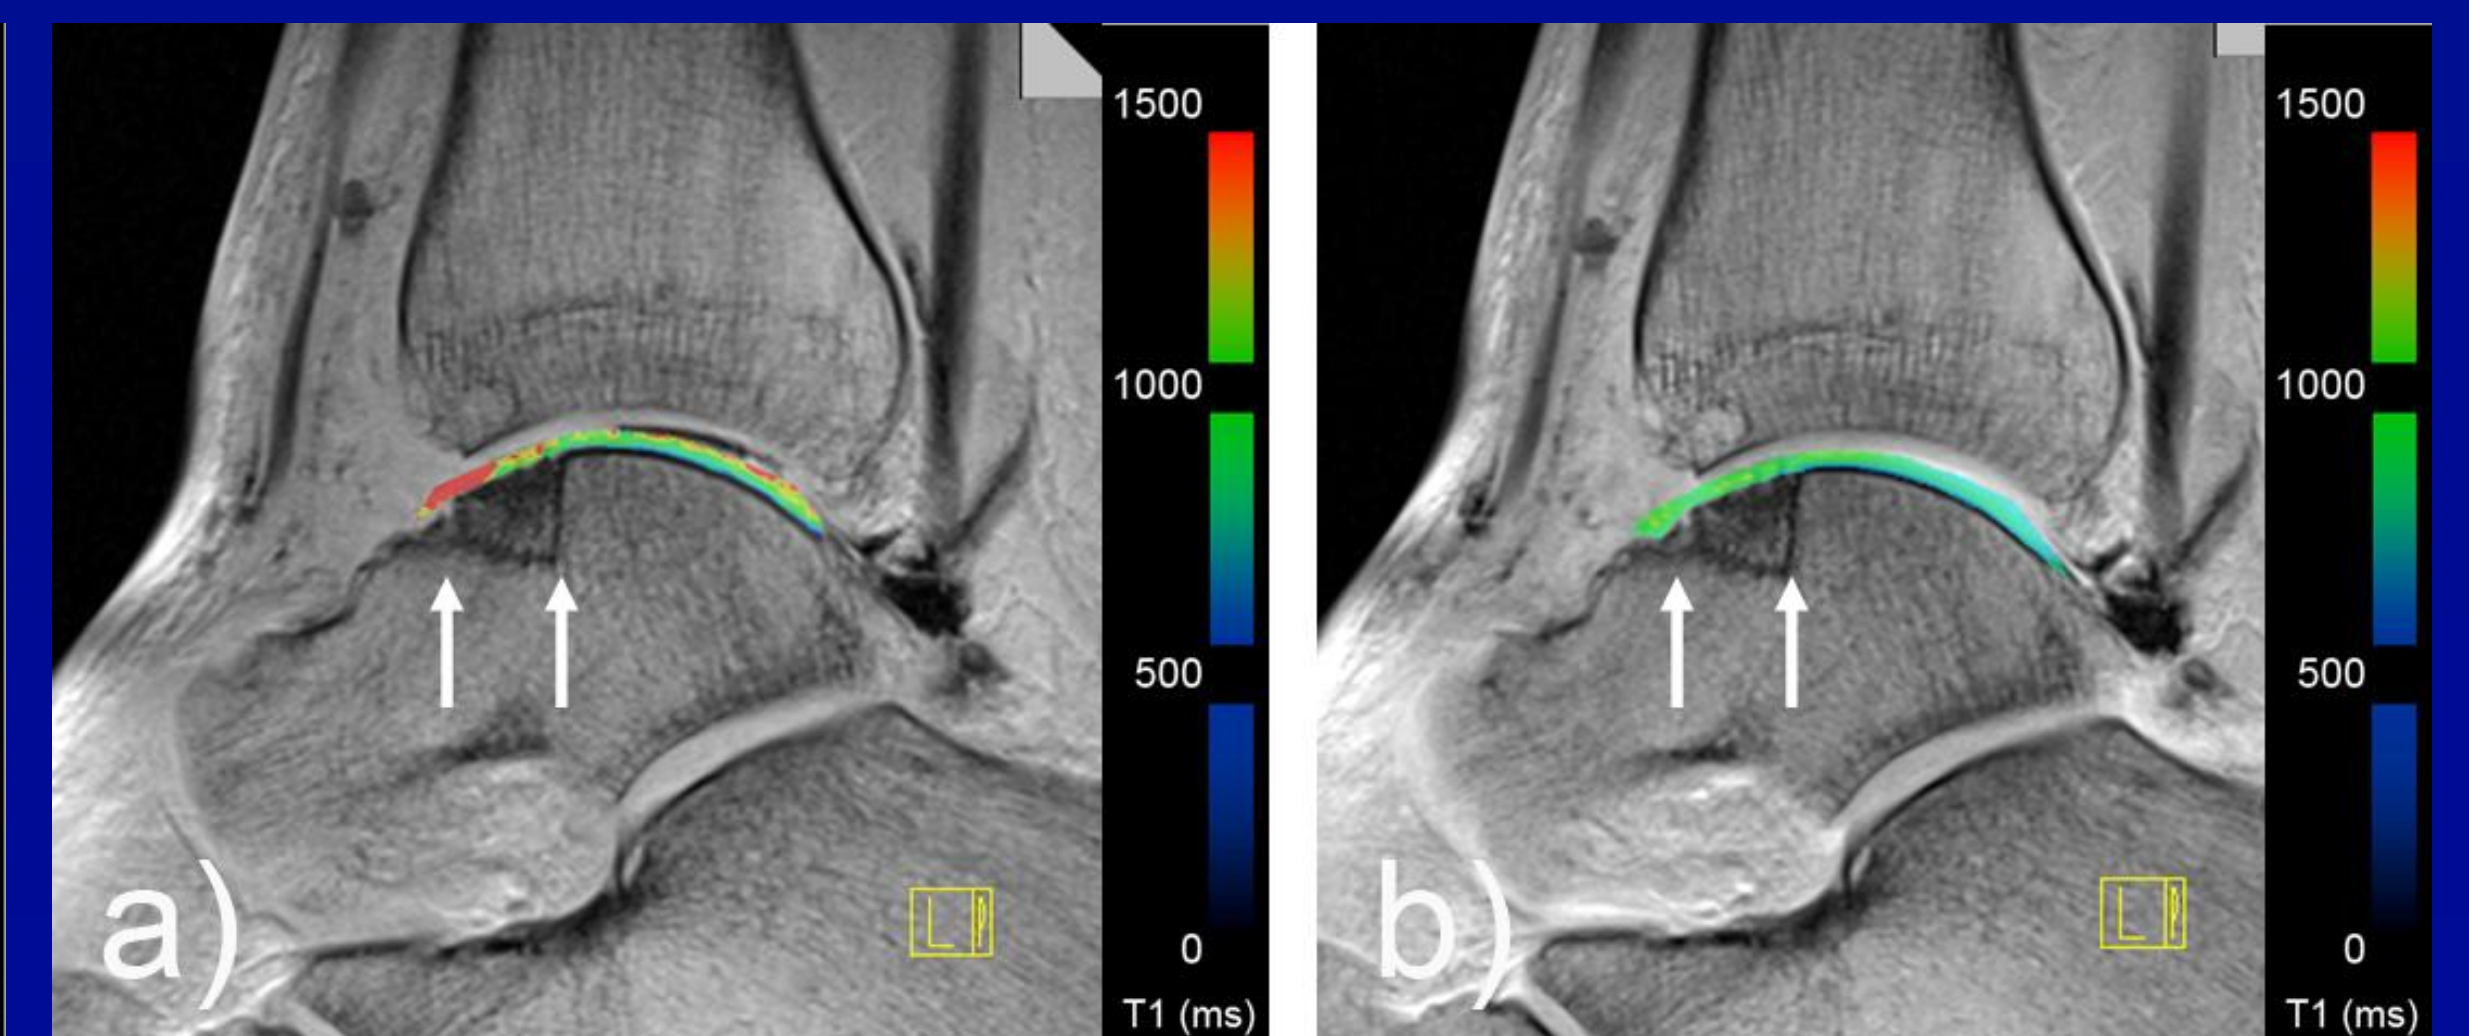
MRT OSG 46 Monate post-operativ: a) dGEMRIC-T1-Sequenz vor i.v.-Kontrast (KM), b) 45 Minuten nach i.v.-Kontrast. Der Proteoglykangehalt des Transplantates (TX) unterscheidet sich kaum vom originären Umgebungsknorpel (CAR) [nativ: TX 1434ms, CAR 1215ms; KM: TX 530ms, CAR 484ms; Δ T1(TX) 1,22, Δ T1(CAR) 1,24.
